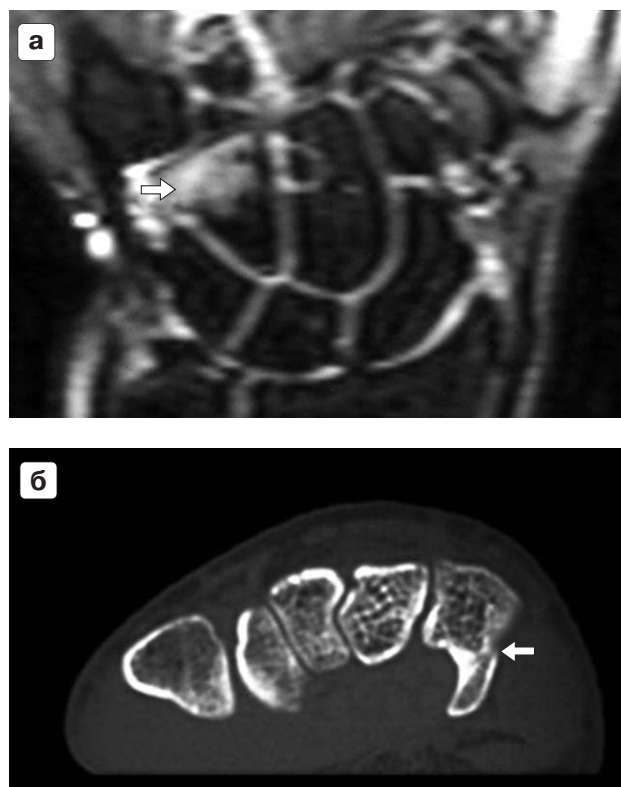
Перелом крючка крючковидной кости: а – на фронтальной МР-томограмме (T1-ВИ с подавлением МР-сигнала жира) определяется отек костного мозга крючка (стрелка), линия перелома не визуализируется; б – на аксиальная компьютерной томограмме определяется линия перелома крючка (стрелка).
